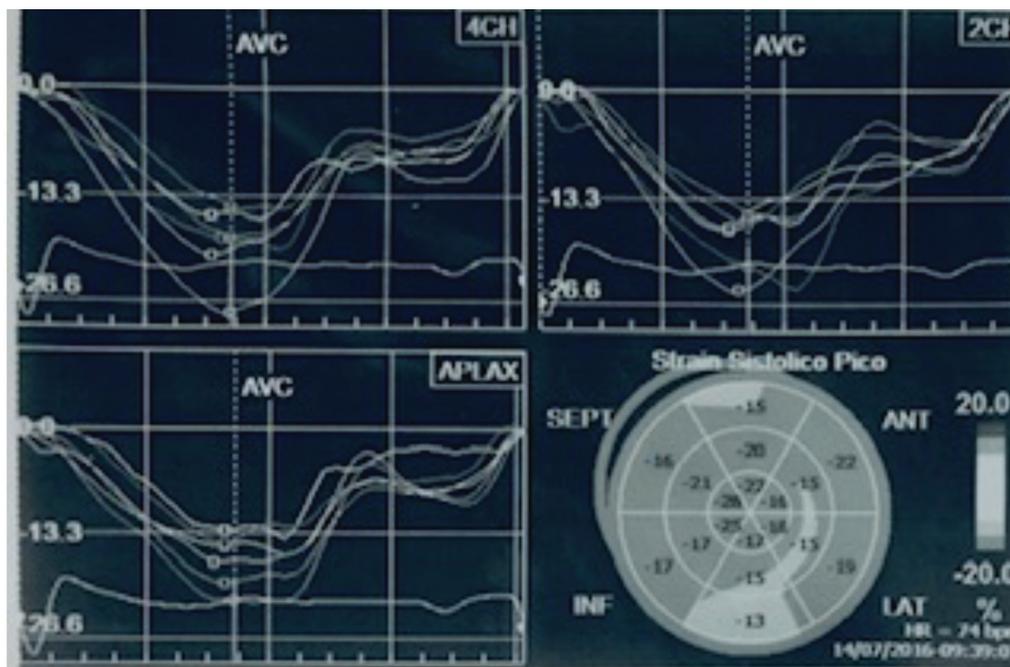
Ecocardiograma a los 9 meses de seguimiento que presenta la normalización de las curvas deformación en el Strain longitudinal.
